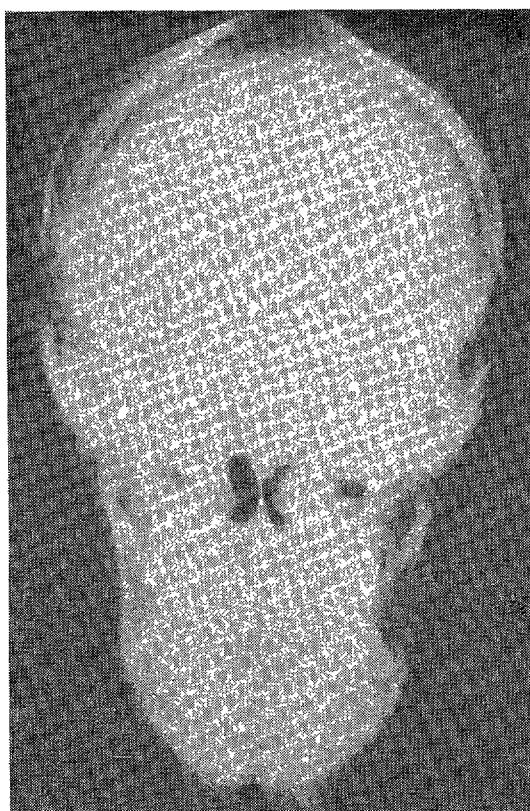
X-ray of skull. Teeth not erupted.
